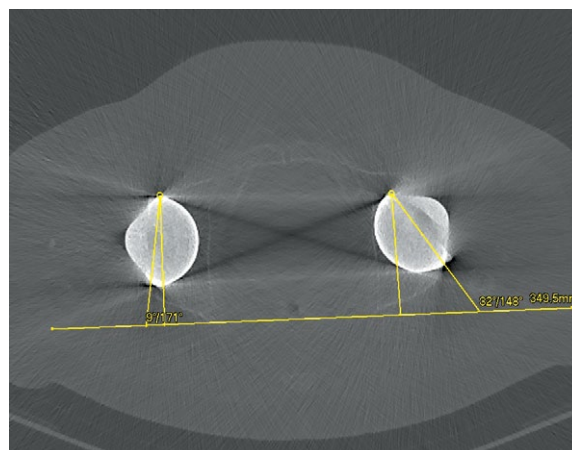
МСКТ таза в аксиальной проекции: антеверсия ацетабулярного компонента 17°
